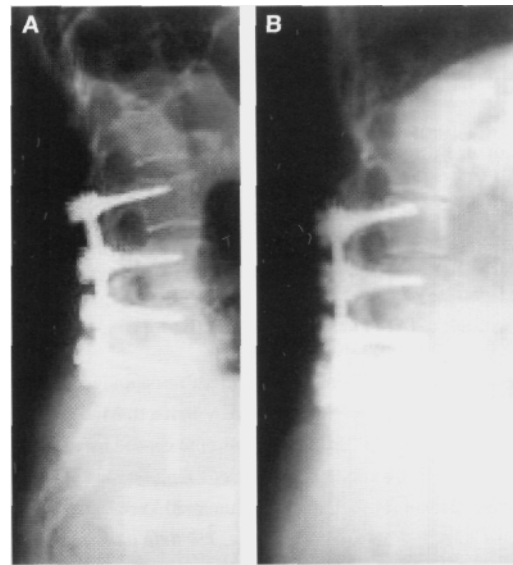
Radiografía, perfil. A, lordosis L5-S1 32° (1996). B, lordosis L5-S1 12° (2001).
